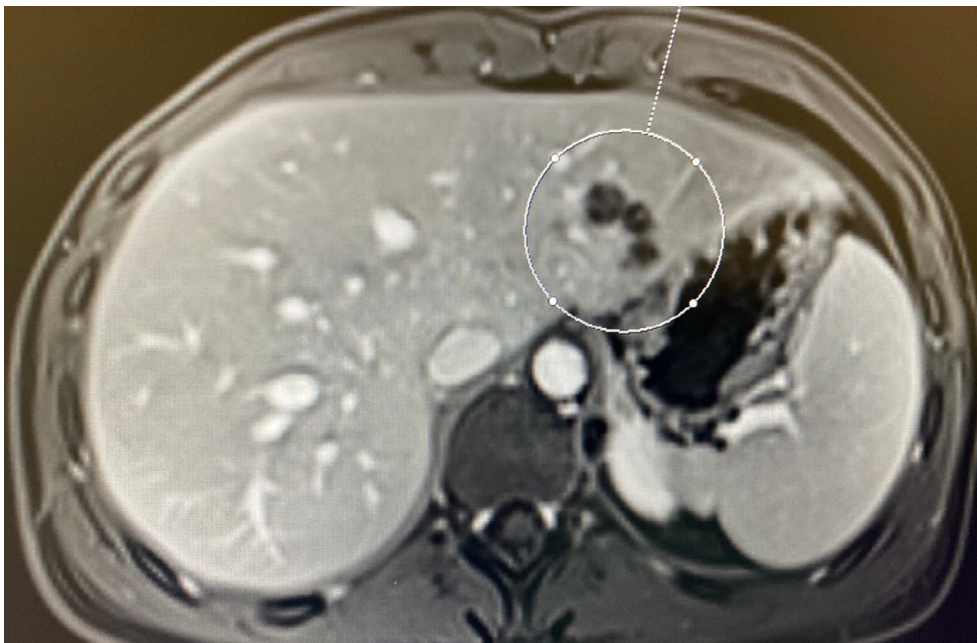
«Псевдркістозна» об'ємна формація на МРТ зображенні
